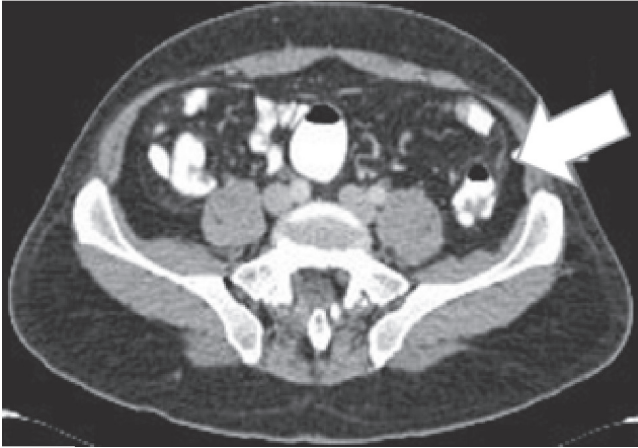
Toma axial de TAC. Apendagitis (flecha).
